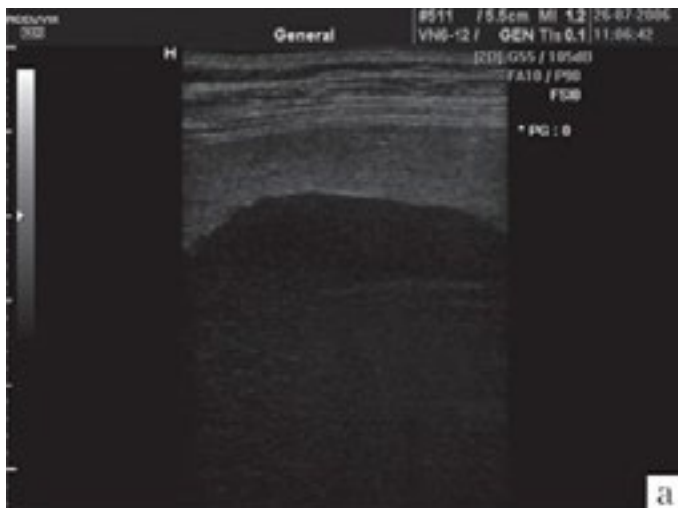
Зображення гігантської кісти селезінки: ехографічне зображення в режимі МРТ гігантської первинної кісти селезінки: добре видно, що шар паренхіми невеликий;
